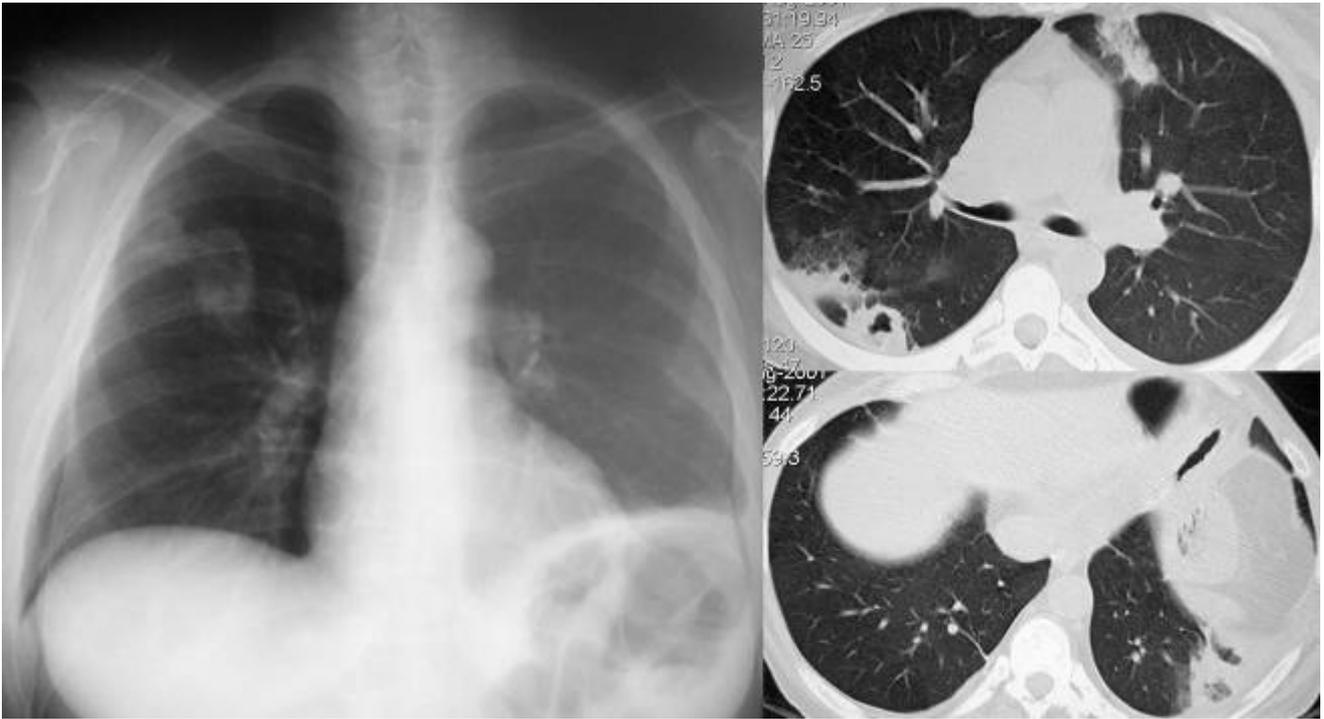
F 22 ans héroïnomane. Fièvre à 39°C, dyspnée. Veinite aux deux bras. La radiographie montre des opacités nodulo-infiltratives bilatérales qui, à droite semblent excavées. Ceci est confirmé par le scanner. L'échographie montre une végétation de la tricuspide et les hémocultures reviennent positives à *S. aureus*. Pneumonie à staphylocoque sur endocardite du cœur droit à point de départ cutané.
